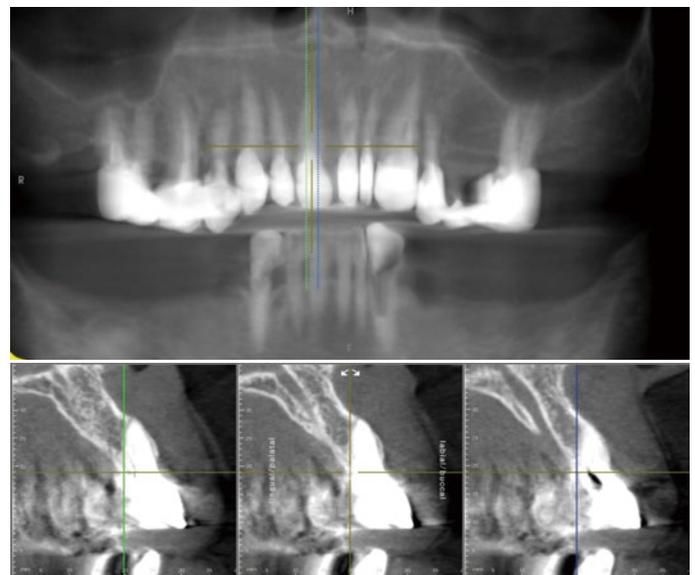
初診時の 1 CT像。保存しても予知性は低いと診断し、抜歯を選択した。抜歯後はインプラント治療を計画した。
